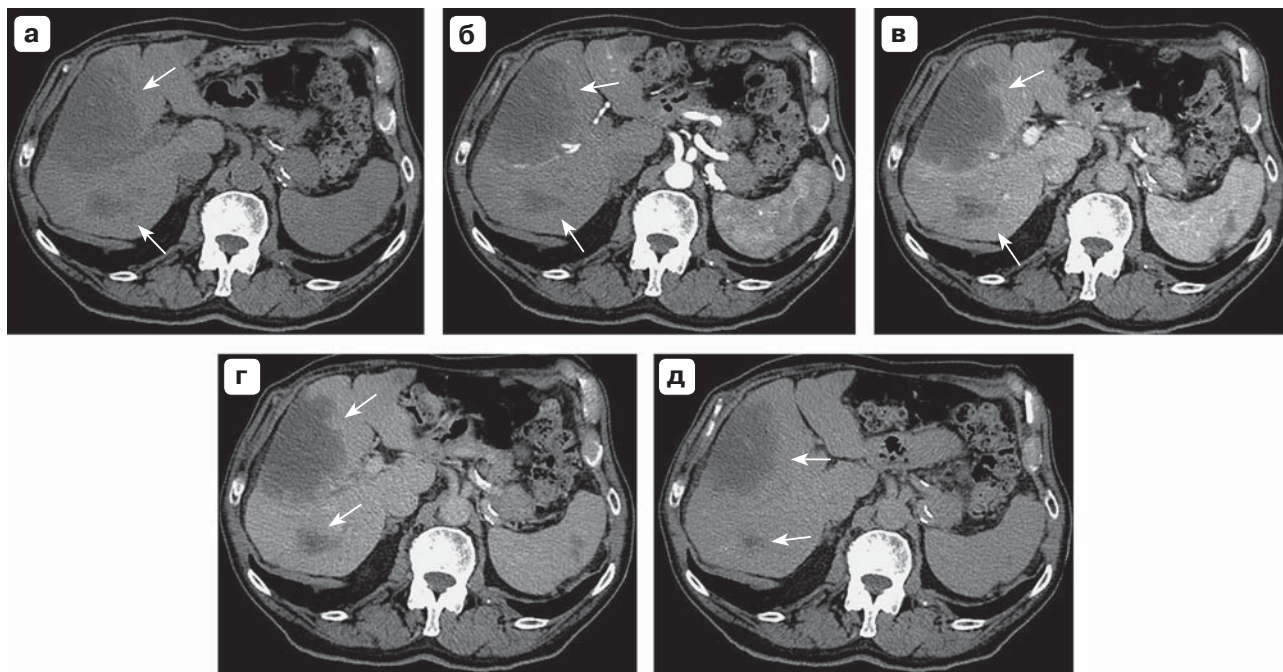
Больной Х., 79 лет. Компьютерные томограммы в аксиальной проекции в нативную (а), раннюю (б) и позднюю артериальную (в), портальную (г) и отсроченную (д) фазы сканирования. Динамика контрастирования узловых образований в печени в различные фазы сканирования (тонкие стрелки). Выявляется позднее центрипетальное контрастирование опухолевых узлов.
